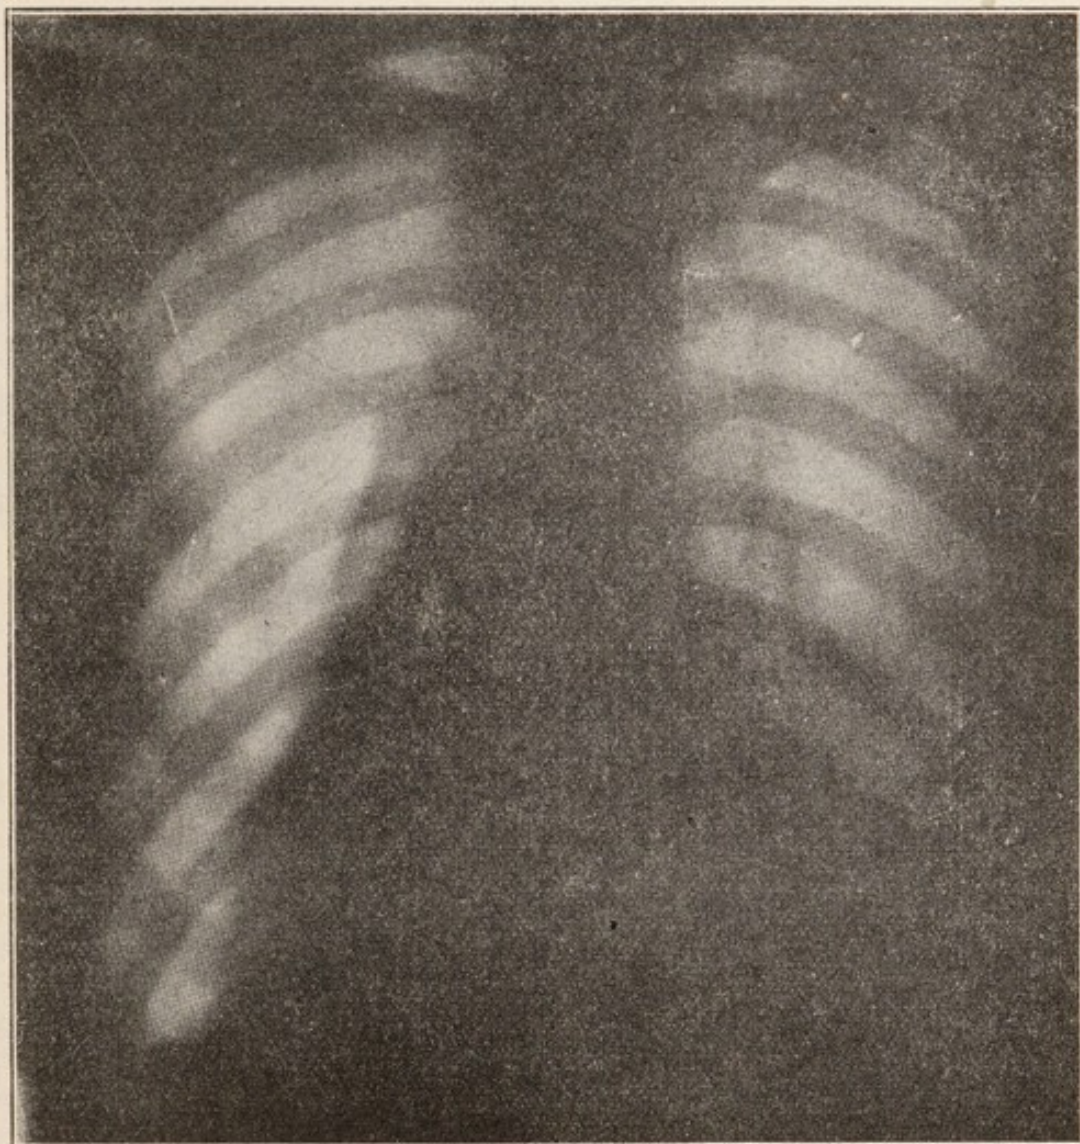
Caso 2. - Radiografia dorsale del torace nel momento presente.
